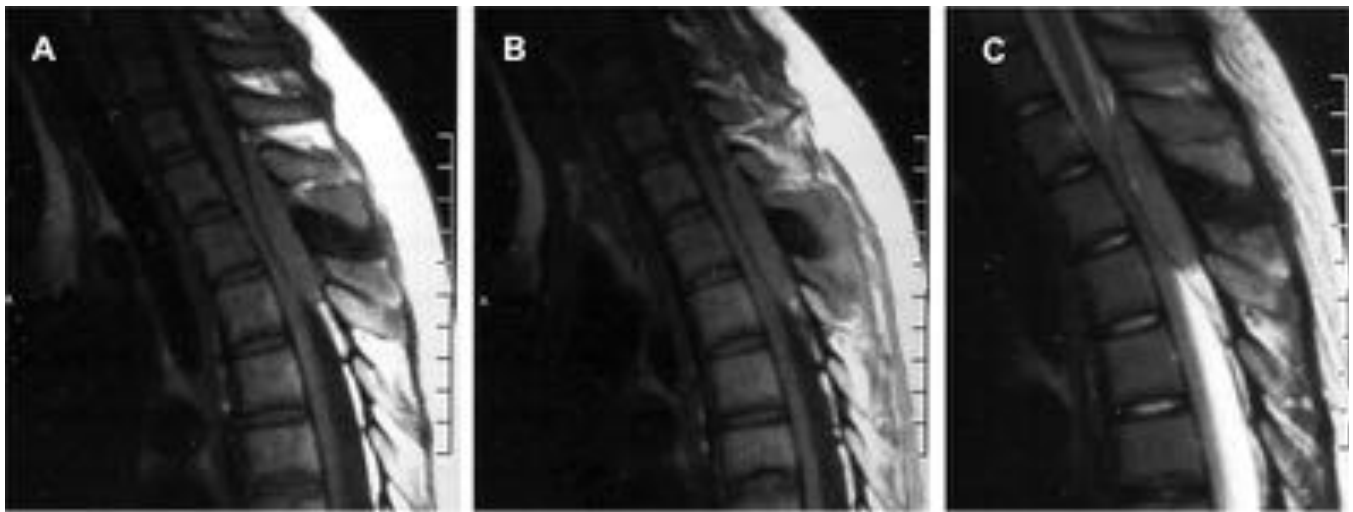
RM. Cortes sagitales en secuencias potenciadas en T1 (A y B), y en T2 (C). La lesión mantiene la misma señal en las dos secuencias, presentando baja señal en el componente óseo de la apófisis espinosa, y con componente de partes blandas paraespinal y epidural, de señal intermedia, con franca compresión del cordón medular.
